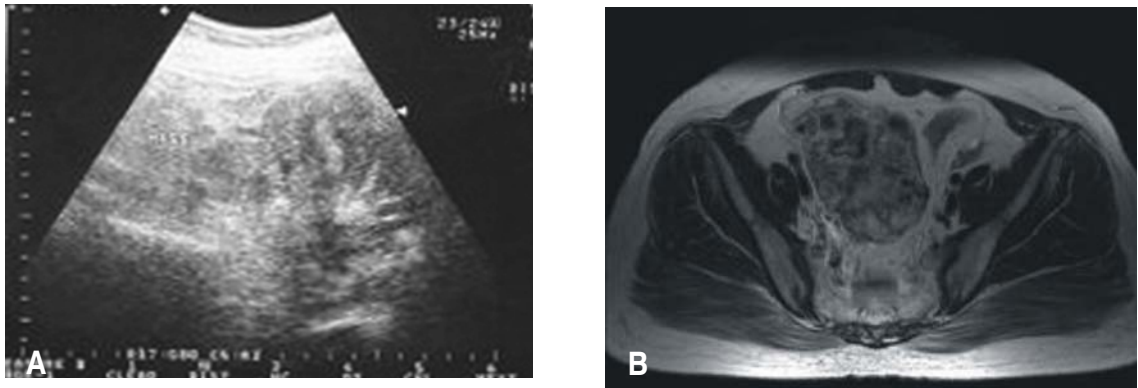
Ultrasound shows right ovarian mass with multiple echogenic components suggesting internal extensive hemorrhage (A). MRI pelvis (T1WI) scan shows right ovarian mass which is predominant solid mass lesion with internal extensive necrosis, and hemorrhage. Mass lesion is abutting right common internal and external iliac vessels (B).
